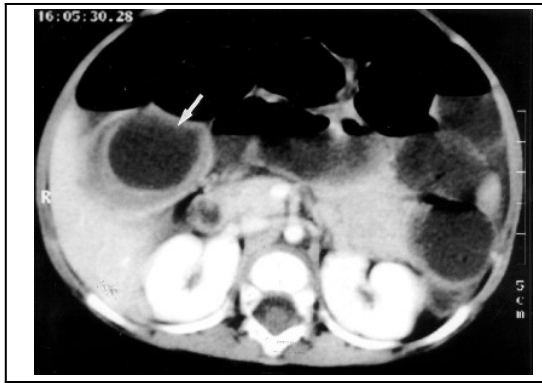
Abdominal CT: Cystic mass located in the cecum.
